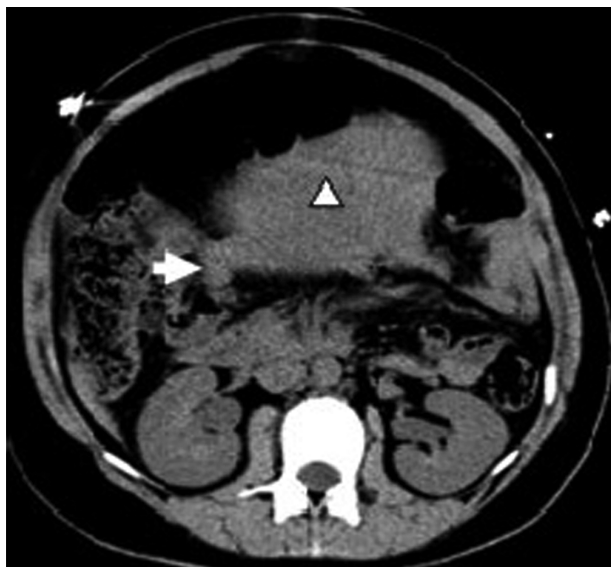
腹部CT检查(箭头:阑尾,三角形:子宫底)
